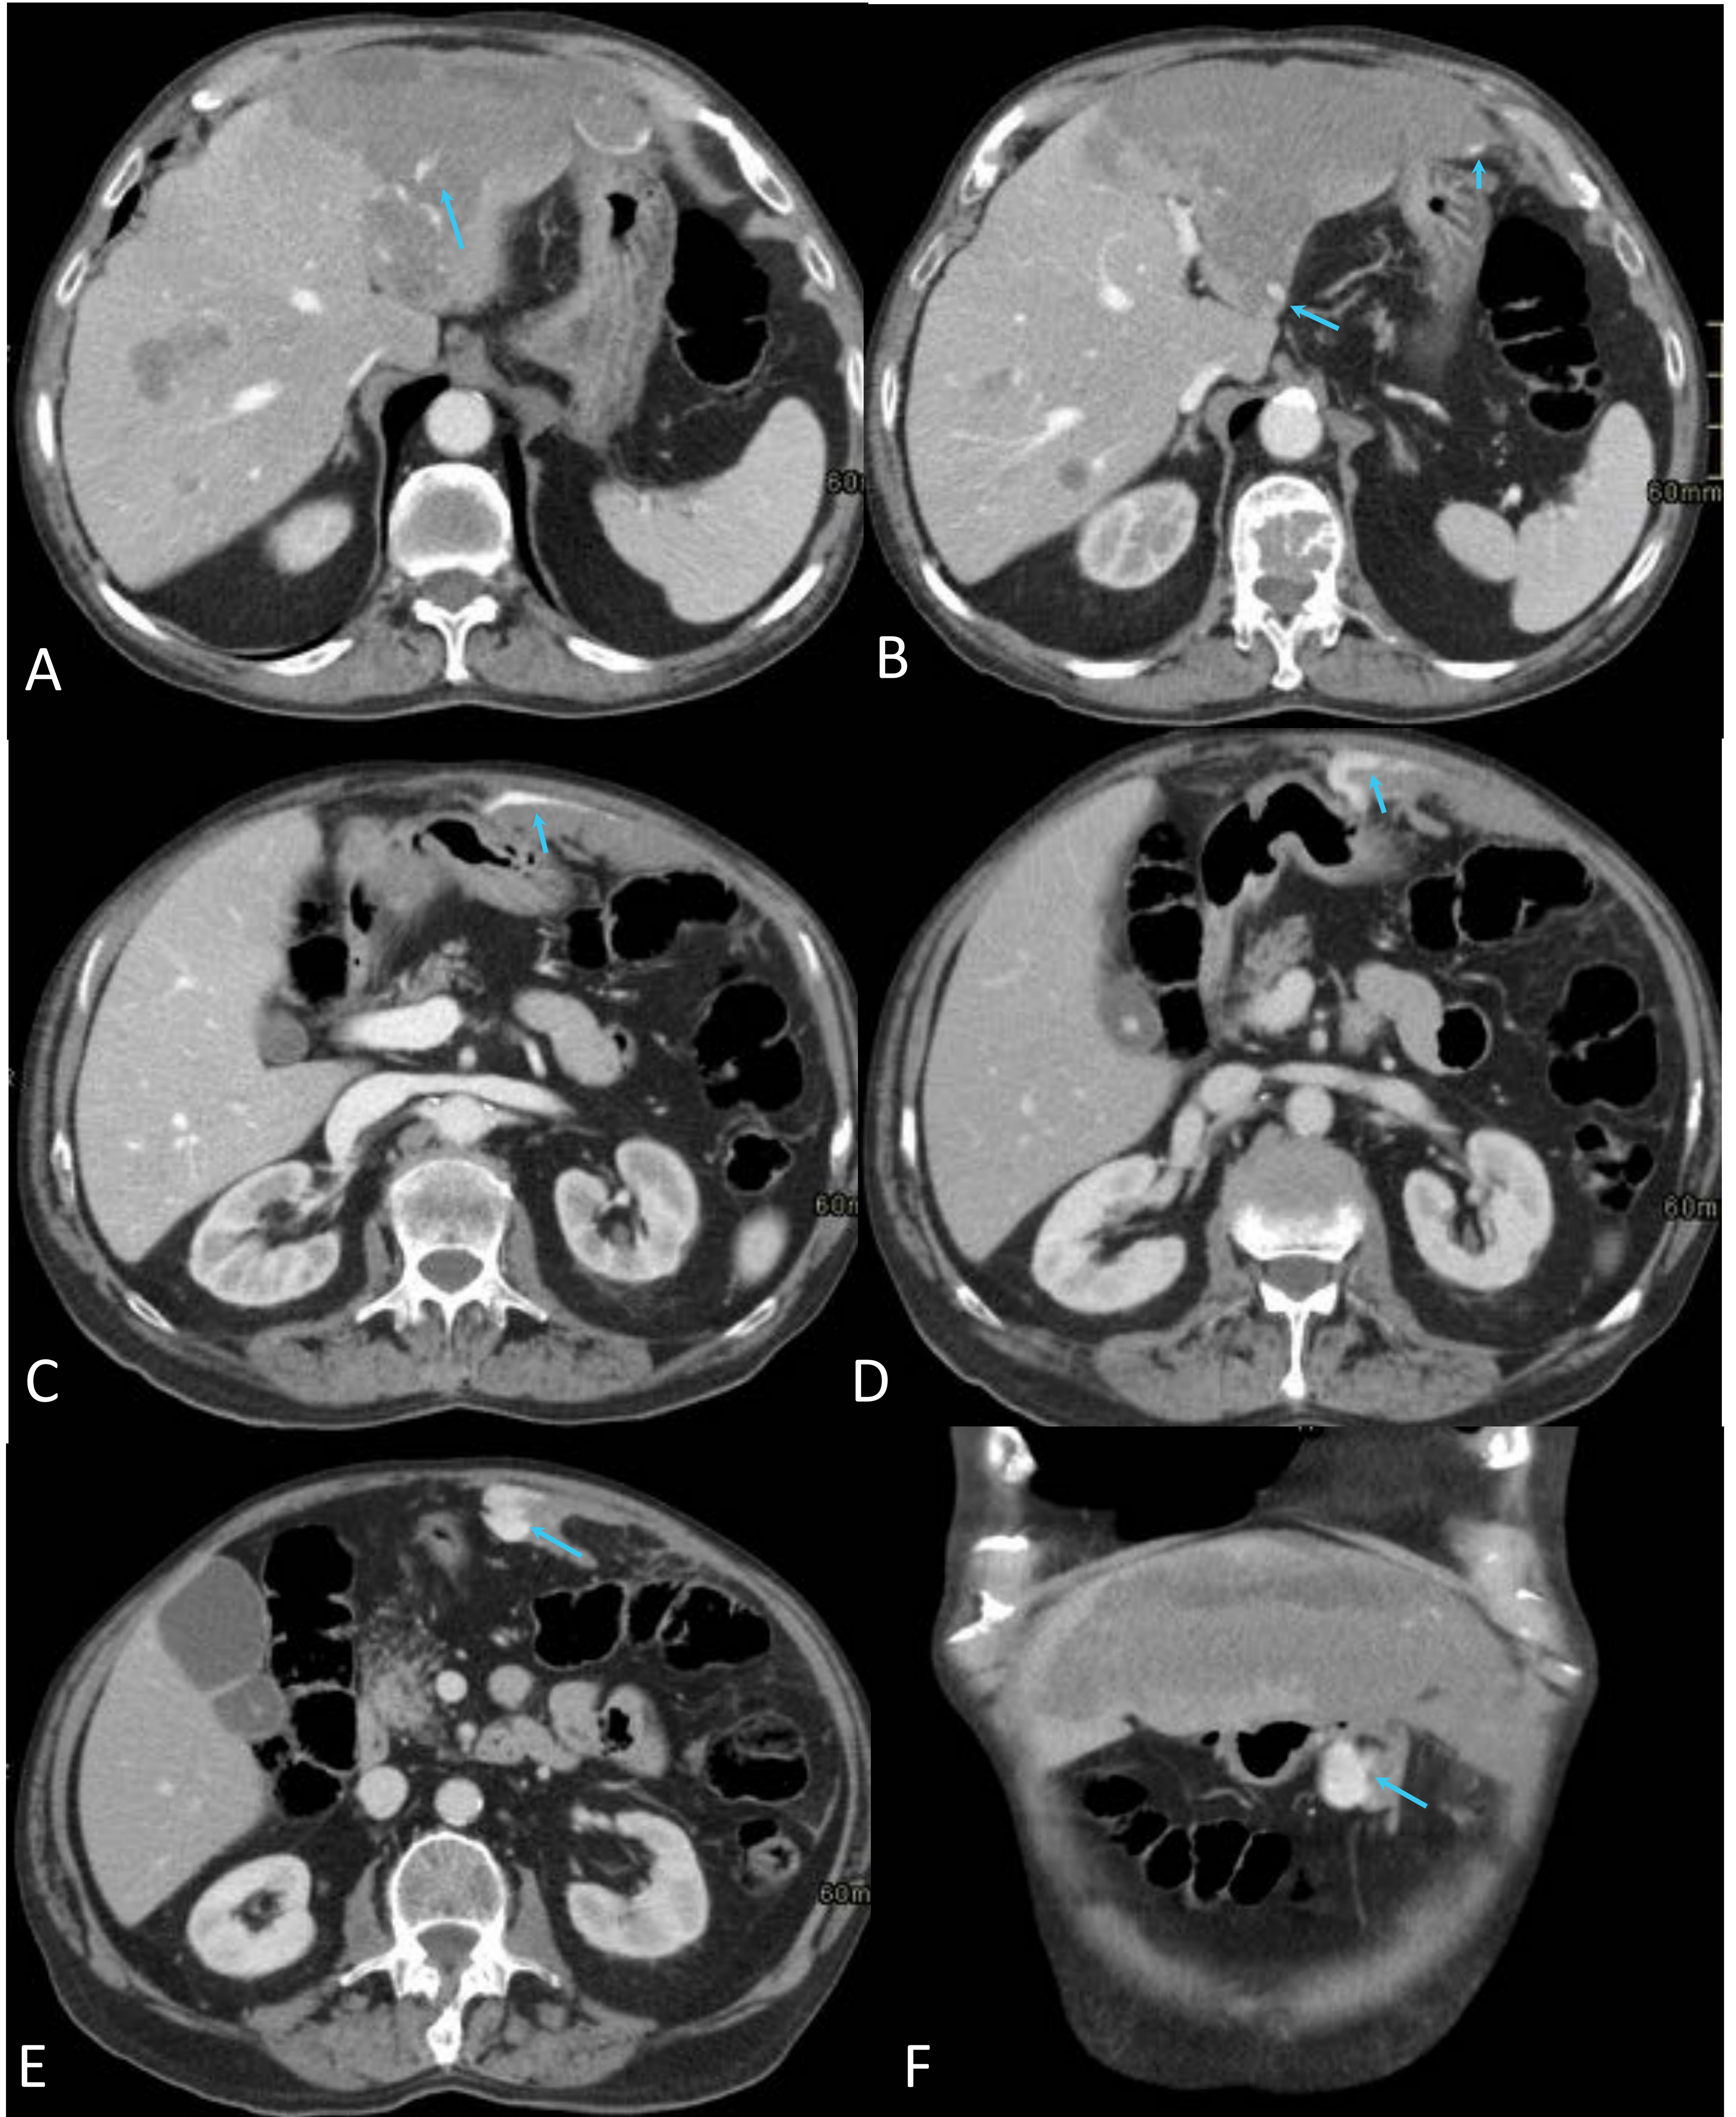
Paciente con neoplasia pulmonar y LOE hepática de nueva aparición sugestiva de MTS. TC tras BAG de LOE.
